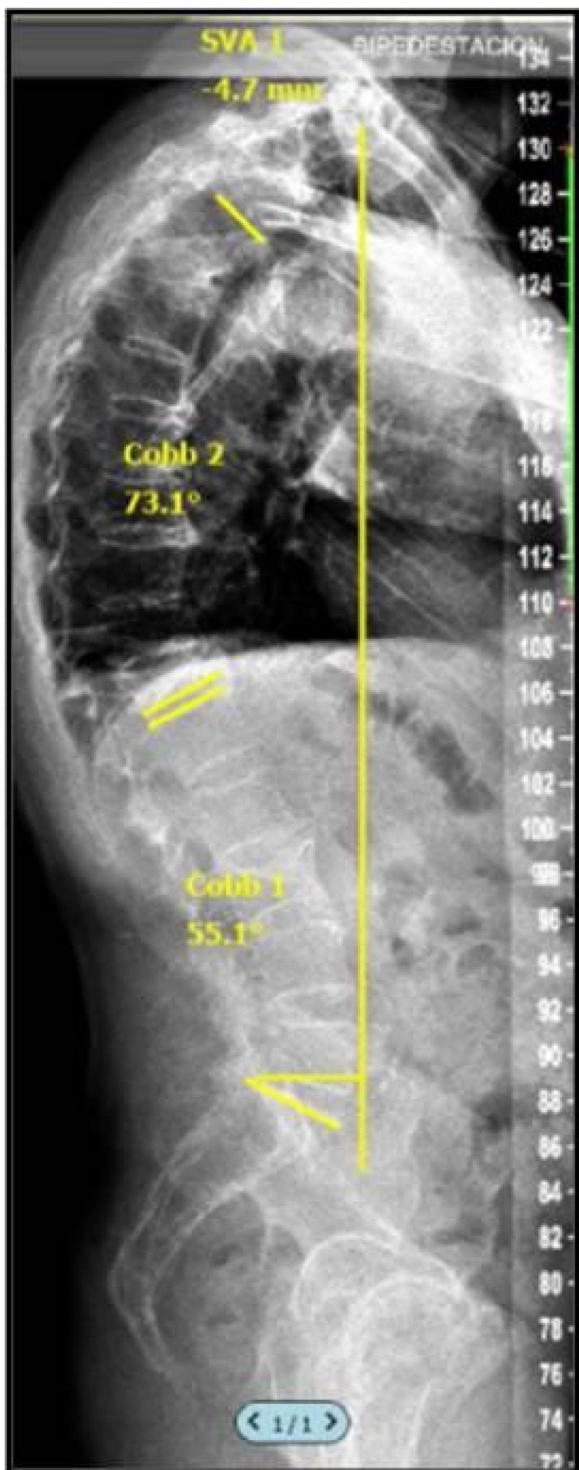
Representación en radiografía de columna completa en proyección de perfil del cálculo de SVA.
